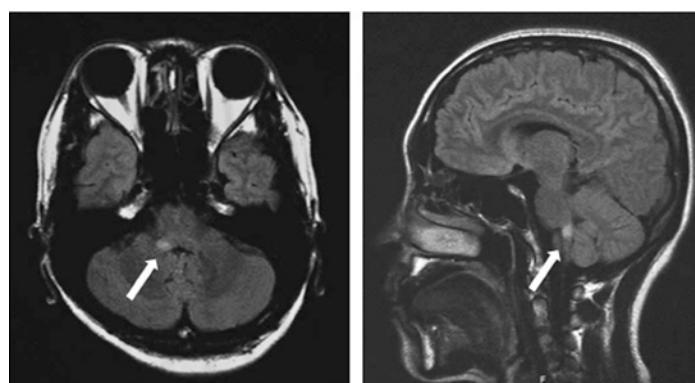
頭部MRI画像所見 (T2 FLAIR画像)
